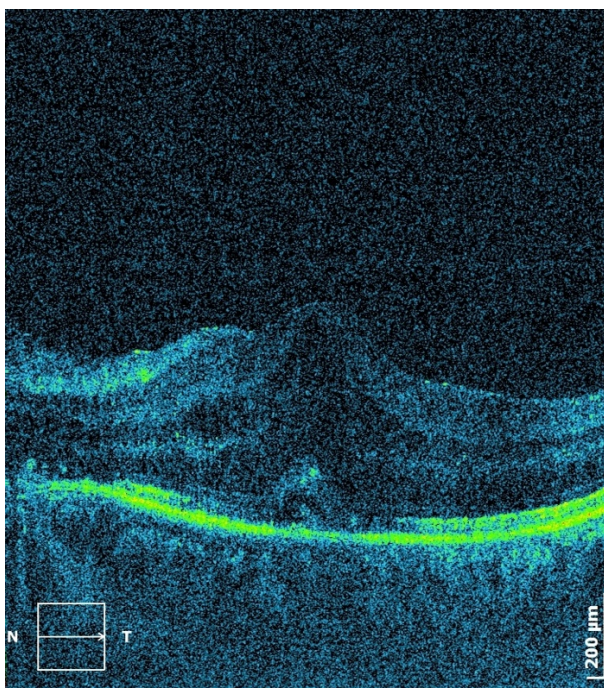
Оптическая когерентная томография левого глаза пациентки А. Определяется выраженный макулярный отек
